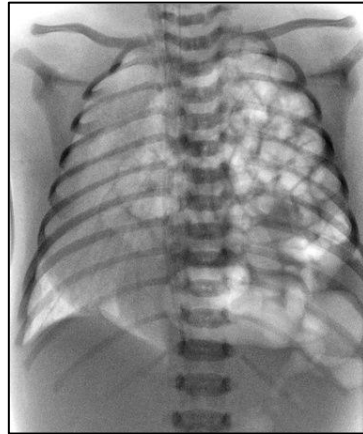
Radiografia d'un pacient amb una hèrnia diafragmàtica esquerra. Mostra l'ascens de les vísceres abdominals (fonamentalment intestí) que ocupen tot l'hemitòrax esquerre, desplaçant el mediastí cap a la dreta.
